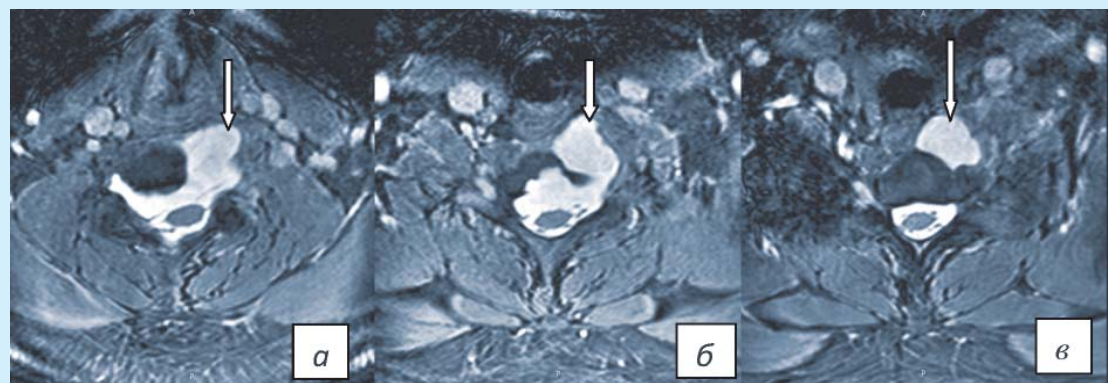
МРТ шейного отдела позвоночника (аксиальное изображение Т2–ВИ): *а, б* — формирующееся кистовидное выпячивание в межпозвонковом отверстии; *в* — отшнурованное паравертебральное кистовидное образование
